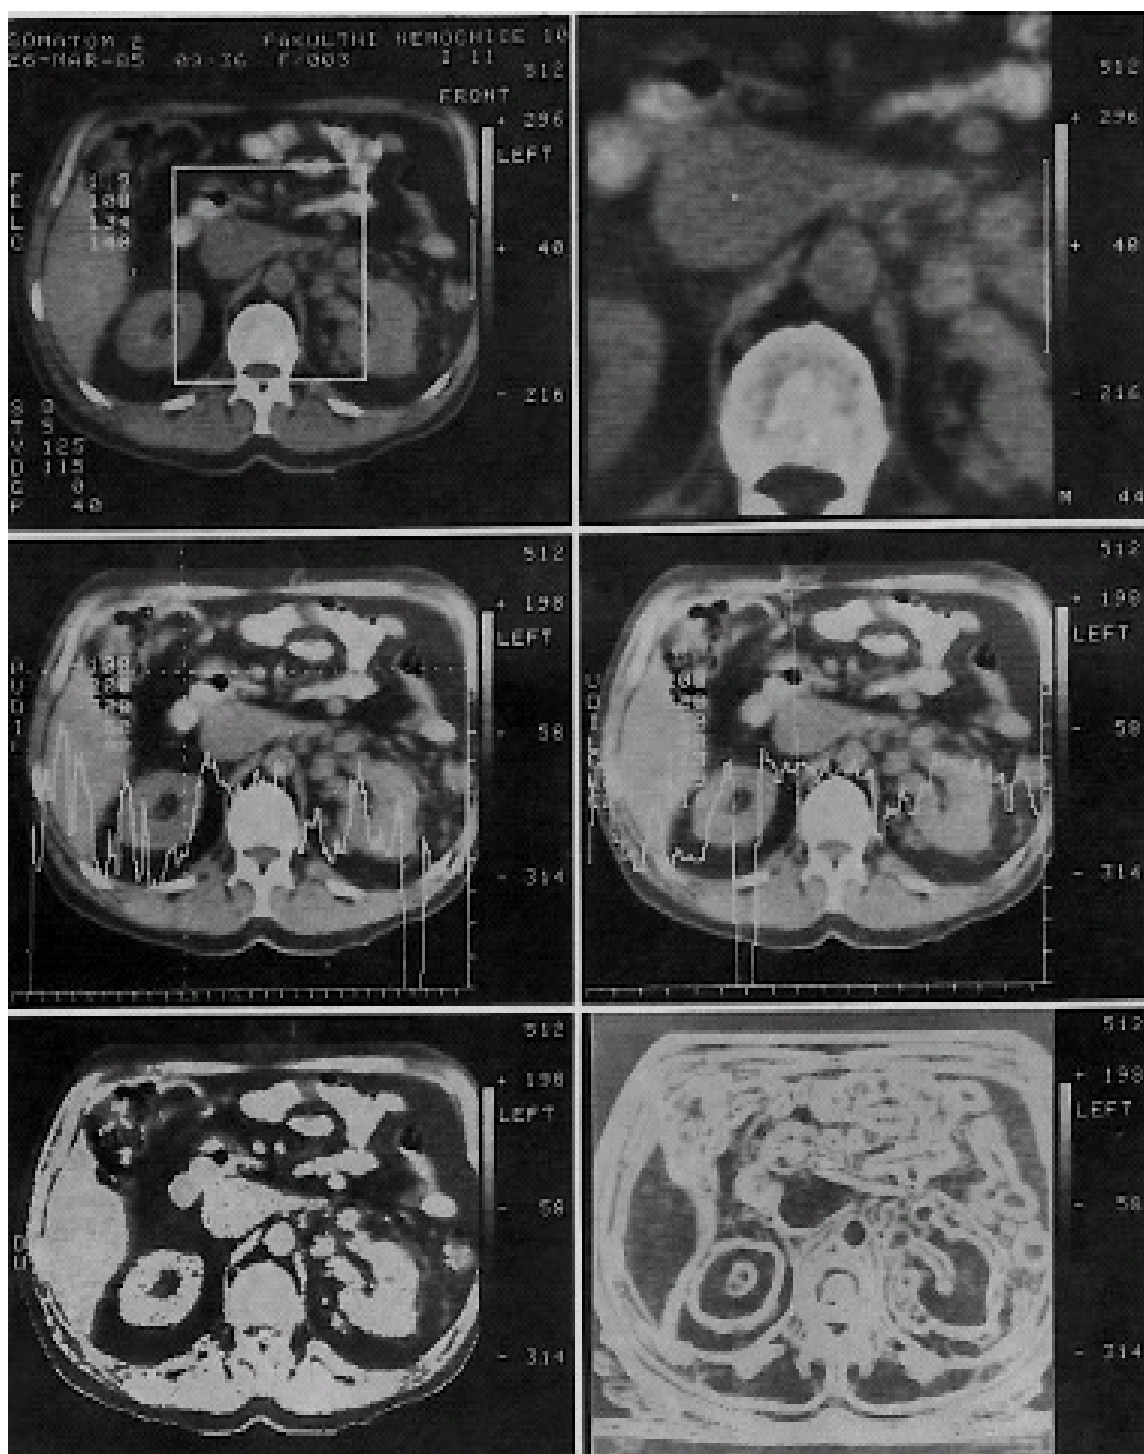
CT ovladovna<sup>(8)</sup>
